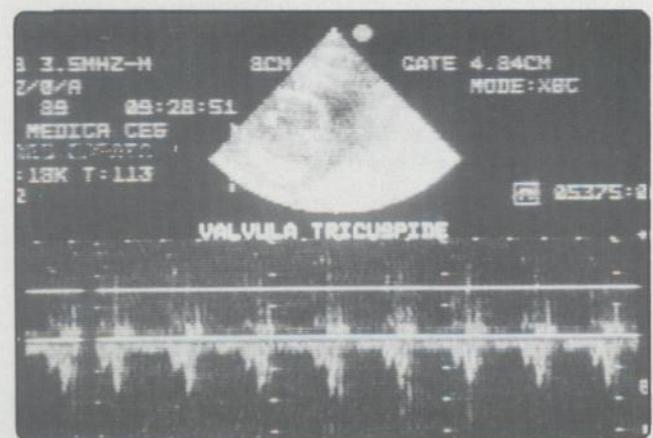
Doppler pulsado de la V. tricúspide. Obsérvese el doble pico en la gráfica. El segundo pico siempre mayor que el primero. La relación se invierte al nacimiento.
